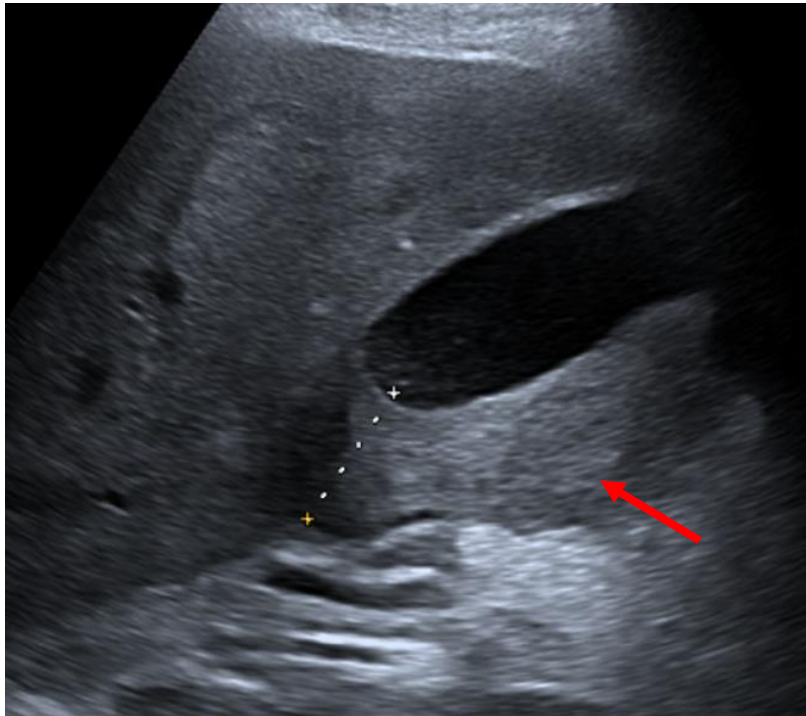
Ecografía hepática
